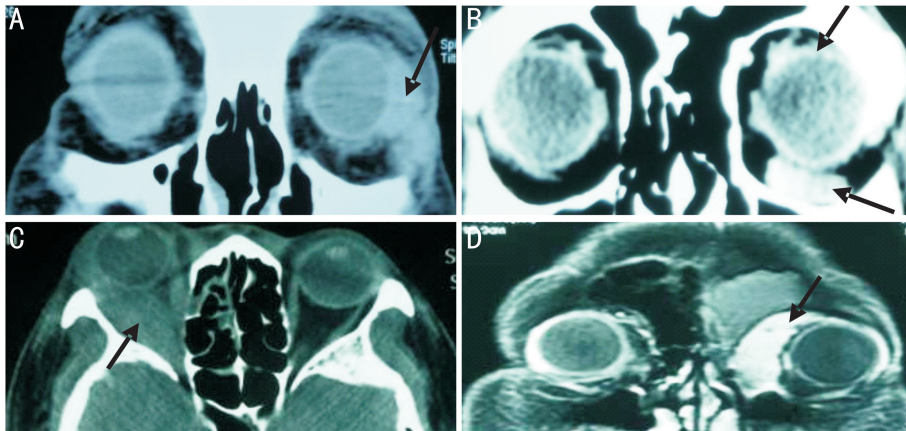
不同OAL患者的影像学检查结果 A:CT冠状位检查示左眼颞侧球结膜下新生物;B:CT冠状位检查示左眼眶颞上及鼻下软组织新生物;C:CT水平位检查示右眼眶内软组织向后延伸至肌锥呈铸状生长;D:MRI冠状位检查示左眼眶鼻侧新生物包绕眼球生长,眼球向颞侧移位,T1加权为中低信号,密度信号均匀,有明显强化。
